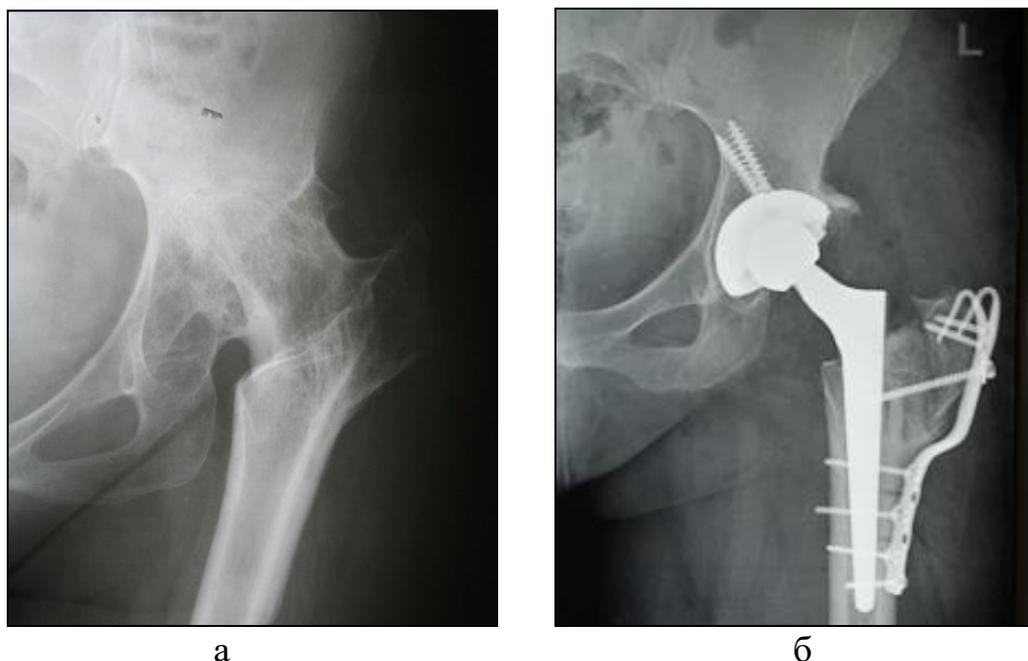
Рентгенограммы при выполнении слайд остеотомии большого вертела:
